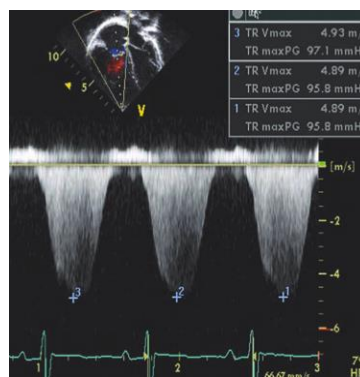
Curva Doppler de la IT.
